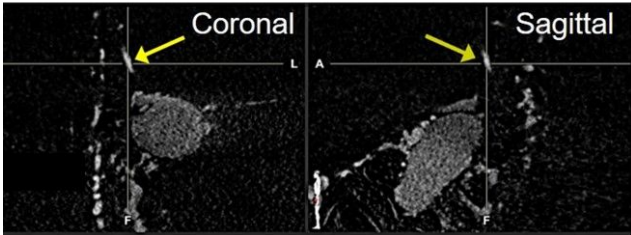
2D-DSA(全フレーム)と CBCTA のソフト上での高精度統合による共通座標共有下での相互参照
